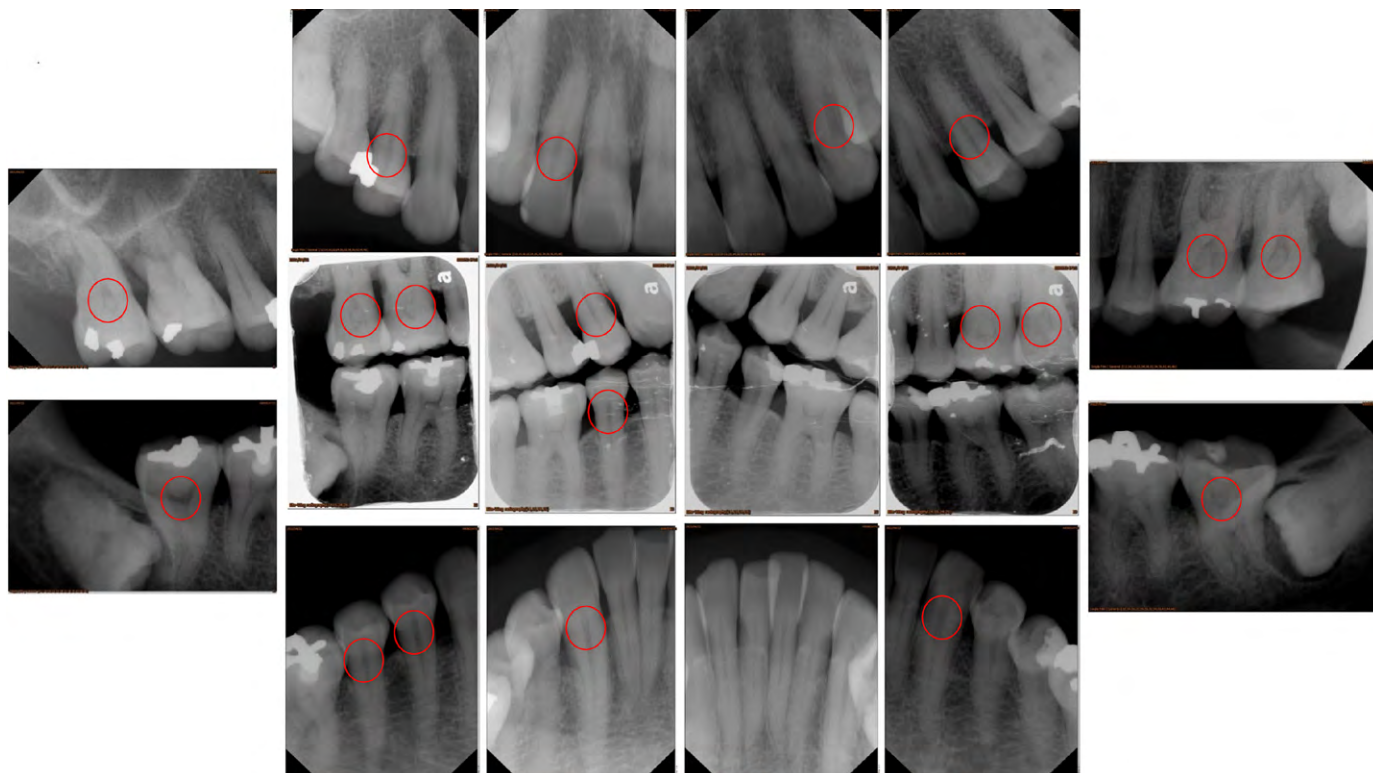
Цифровая периапикальная рентгенография одного и того же пациента (рис. 1) выявила более одной рентгеноплотности пульпы или кальцификации (красный кружок) [12]
